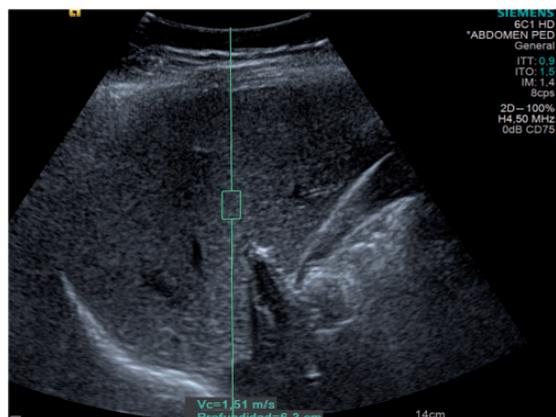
A 6-year-old obese boy. Ultrasonogram showing normal liver echotexture (Grade 0 hepatic steatosis) and shear wave velocity of 1.62 m/s (ARFI category 3).
